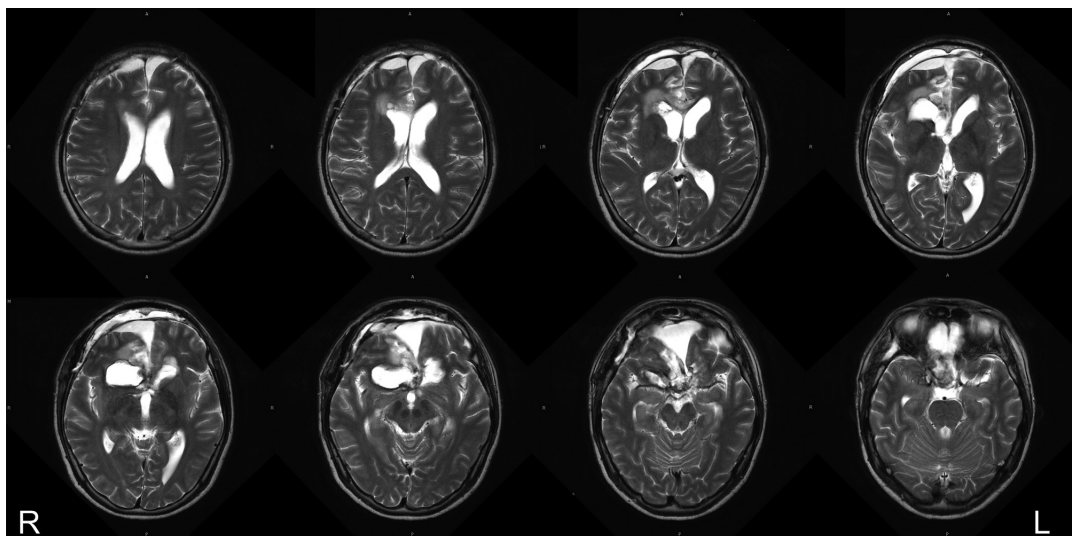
術後の神経放射線学的所見 (MRI T2強調画像)
